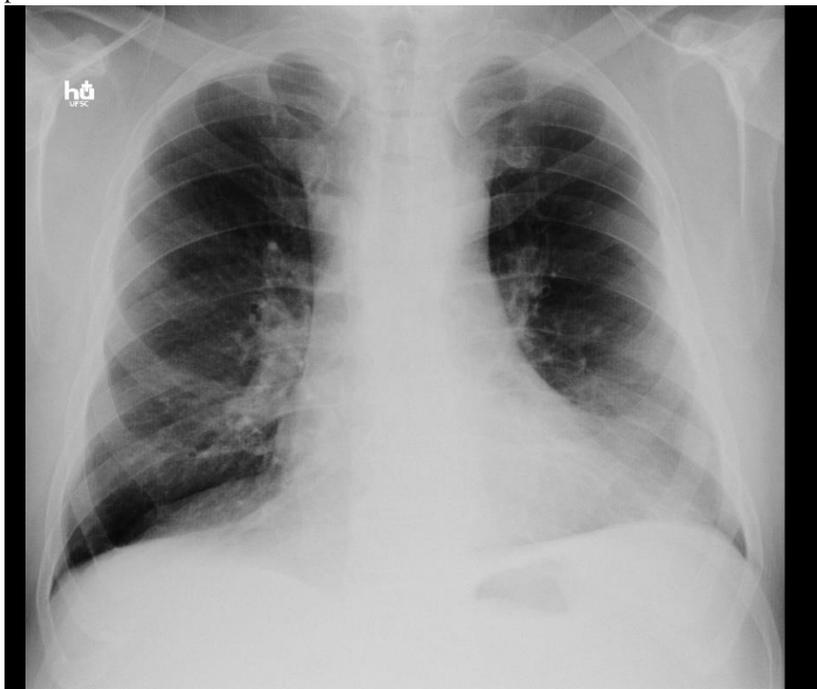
Radiografia de tórax em PA mostrando o rebaixamento do hemidiafragma esquerdo.
